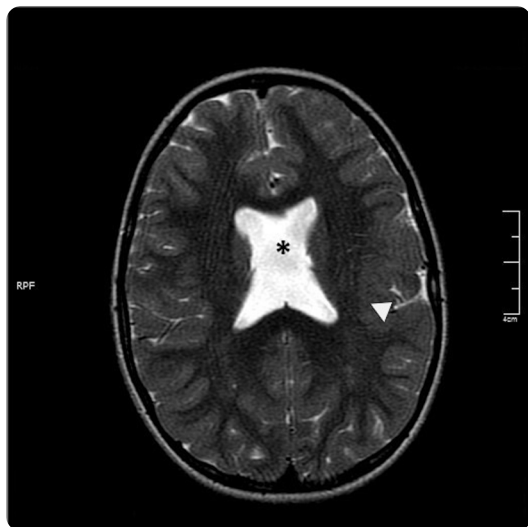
Paciente masculino de 6 años de edad con diagnóstico de síndrome convulsivo no especificado. RM corte axial T2 frFSE: agenesia del septo pelúcido (\*) y displasia cortical (punta de flecha).
